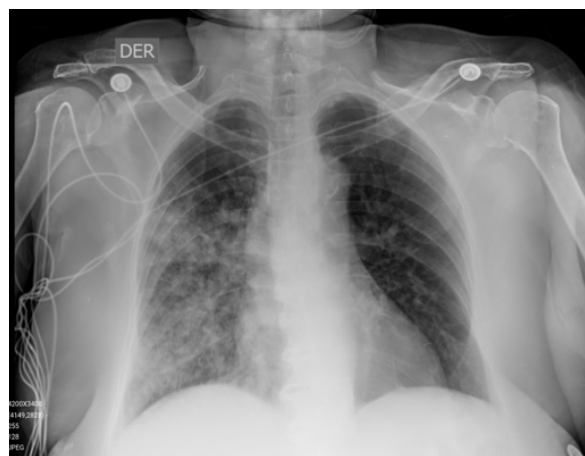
Radiografía de tórax (proyección AP) que muestra opacidades alveolares heterogéneas principalmente en el lóbulo medio e inferior del pulmón derecho. En general, la característica típica en la radiografía simple durante una hemorragia alveolar difusa aguda es un patrón de "opacidades alveolares bilaterales difusas". A veces puede haber una ligera predilección por las zonas medias, preservando lóbulos apicales.
